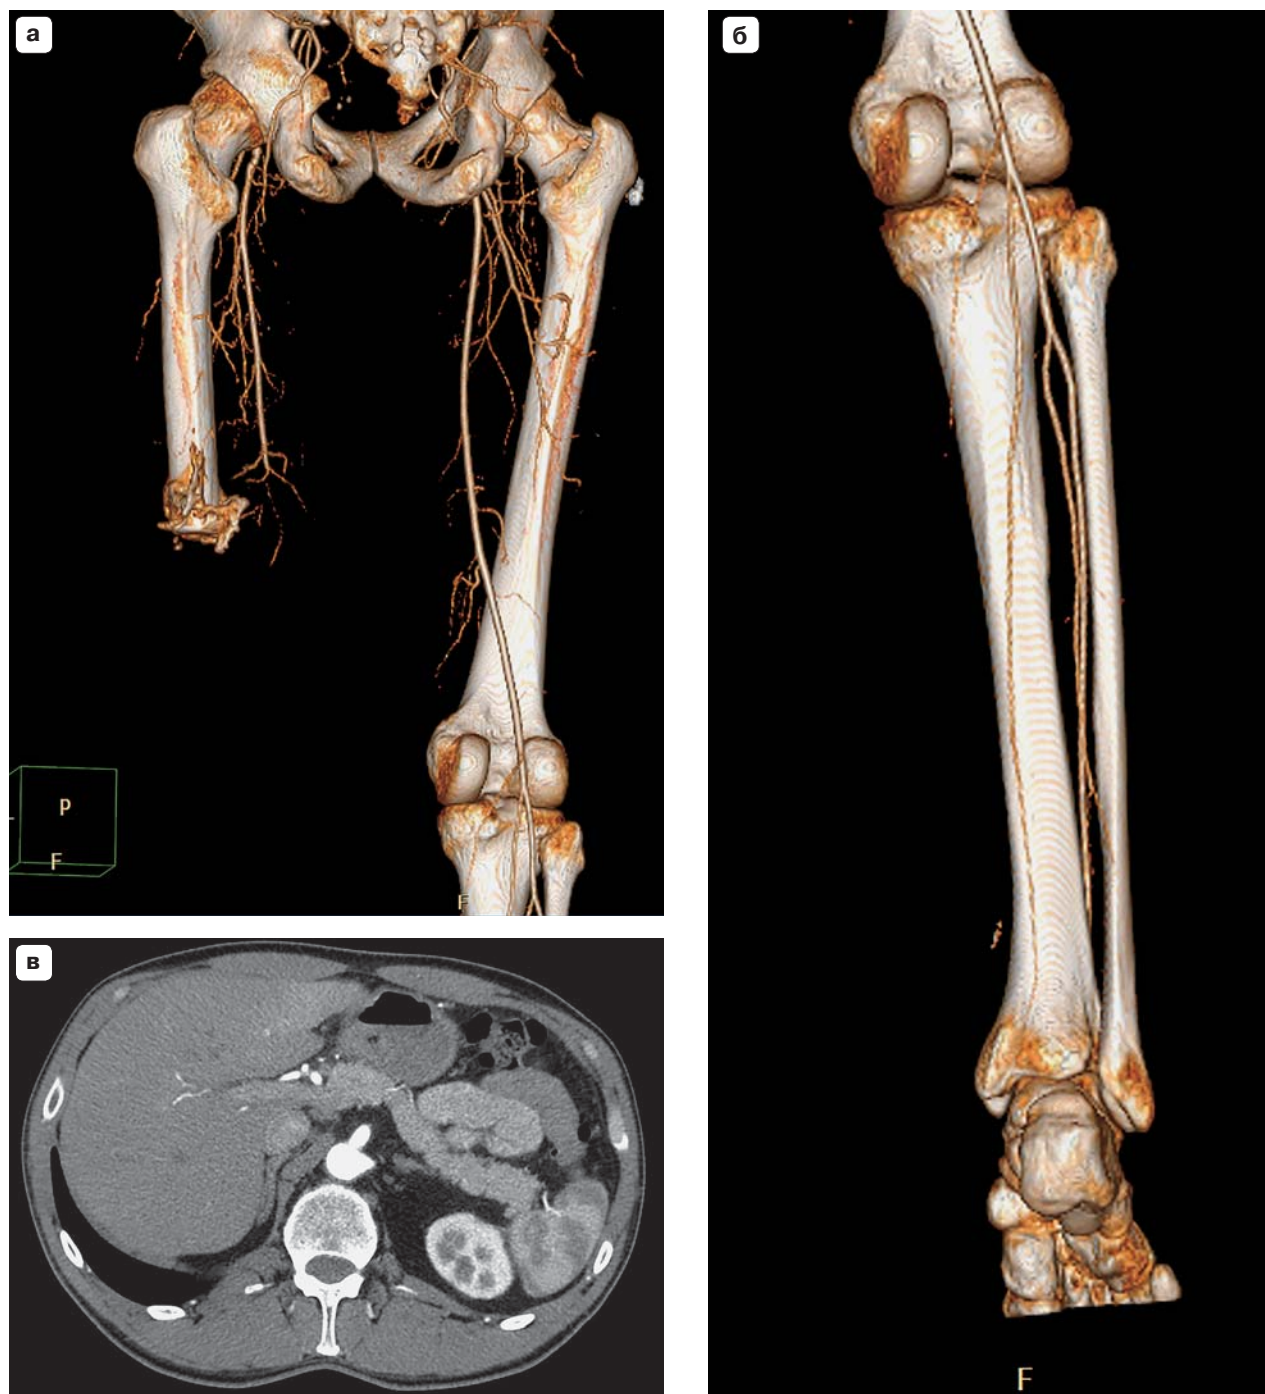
5.8. Оптимальная задержка для протокола МСКТ-ангиографии аорты и нижних конечностей.
